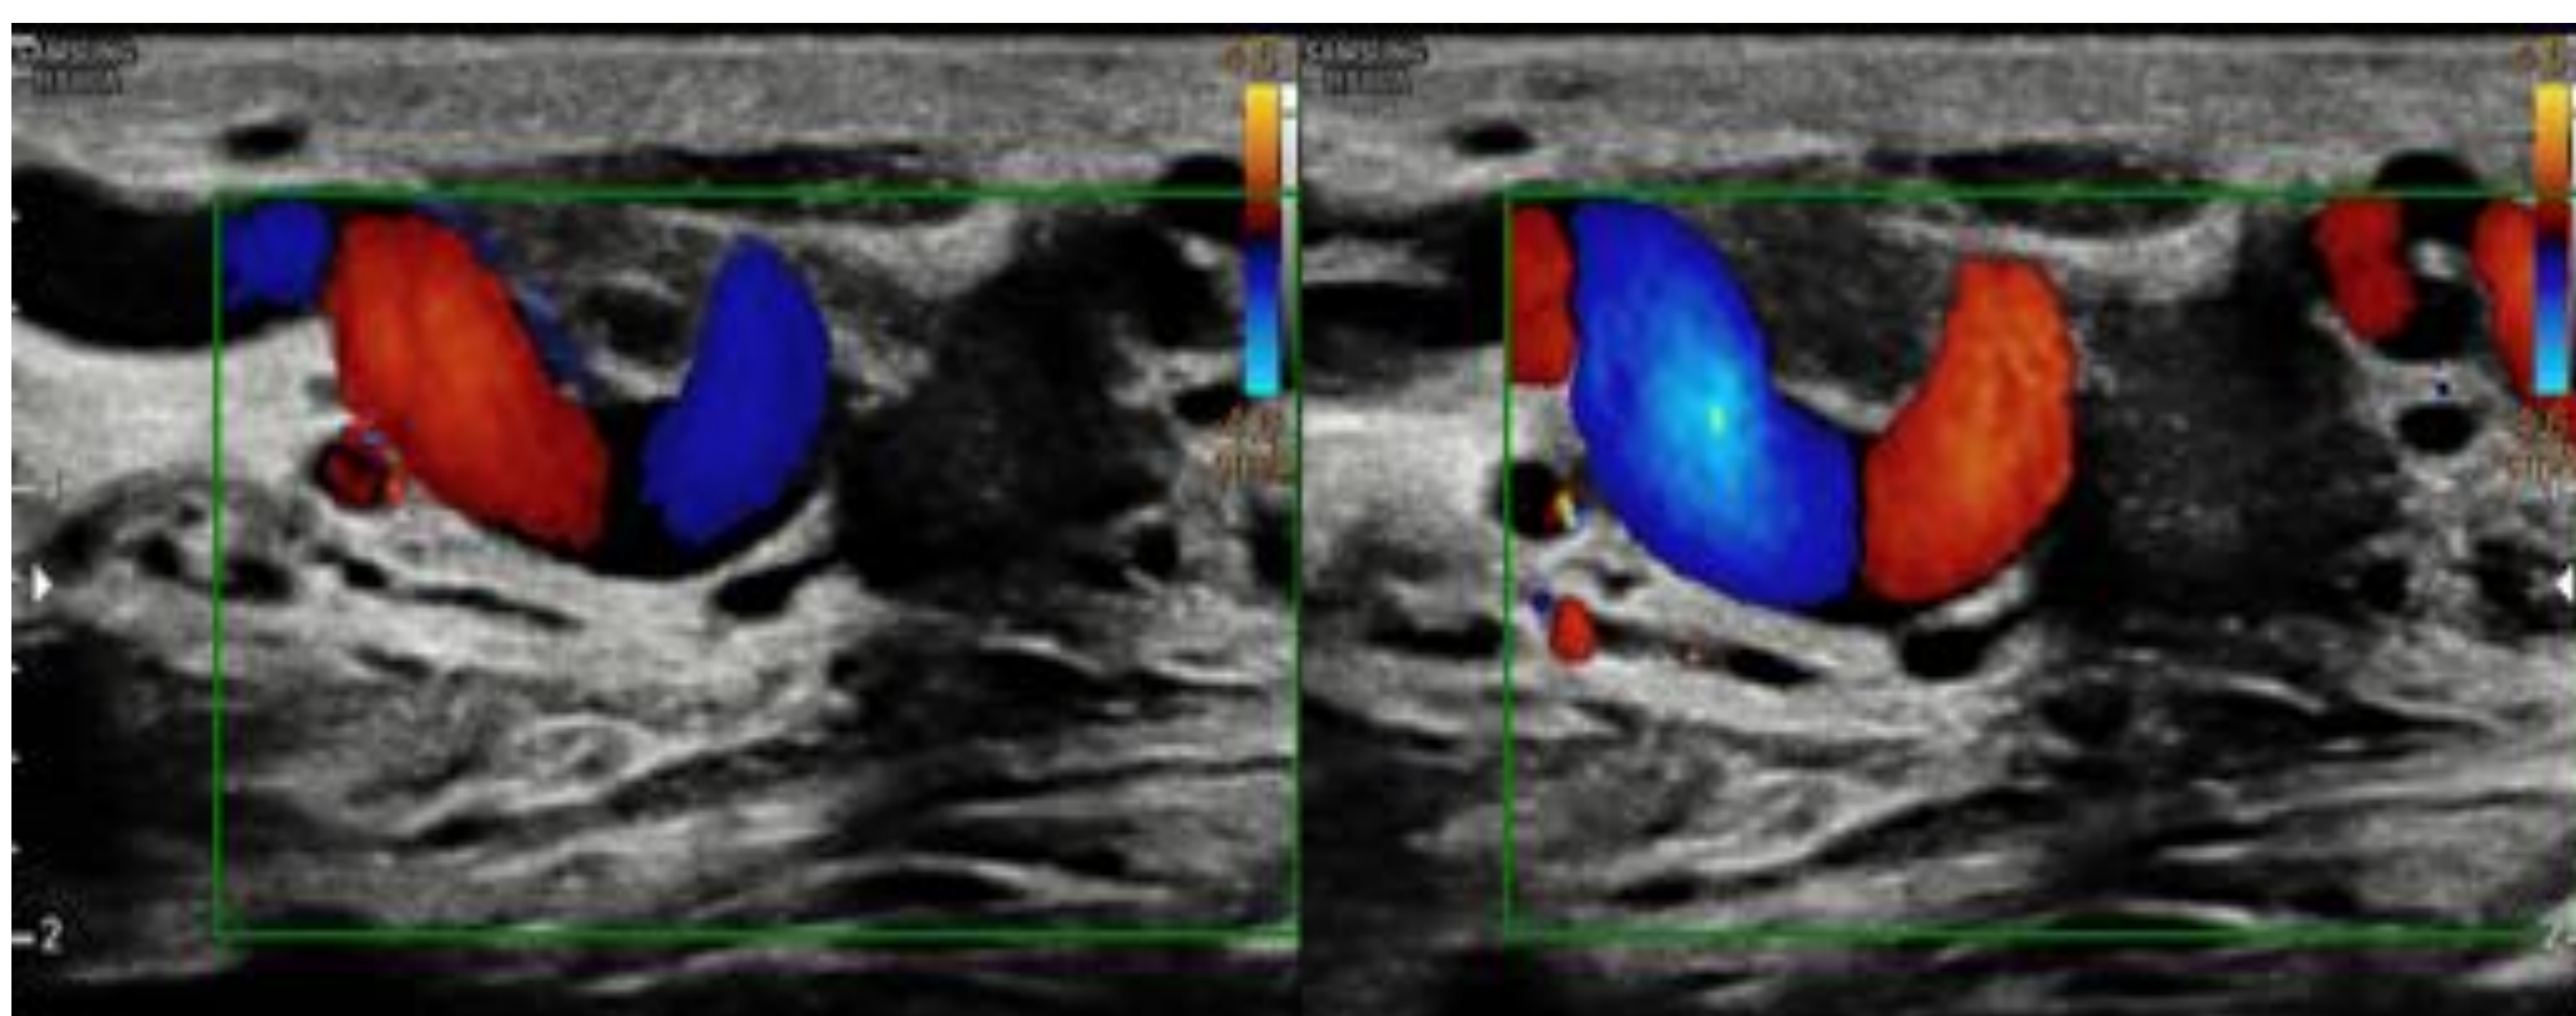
Reflujo en estudio Doppler.
